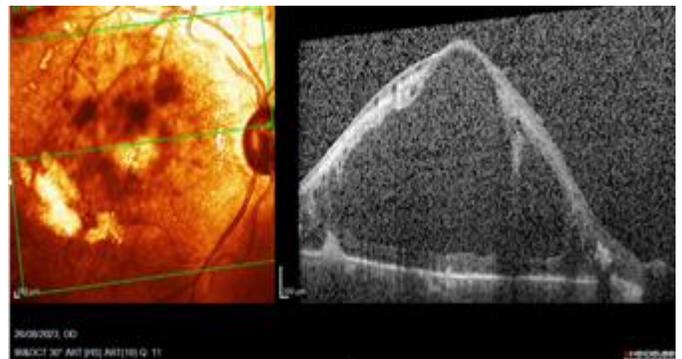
Tomografía de coherencia óptica ojo derecho
